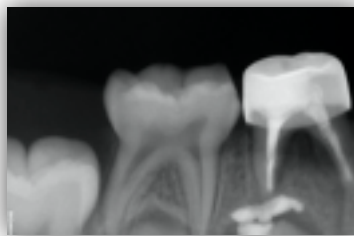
Fotografías clínicas con restauración final a 1 semana de seguimiento y radiografía de seguimiento.
